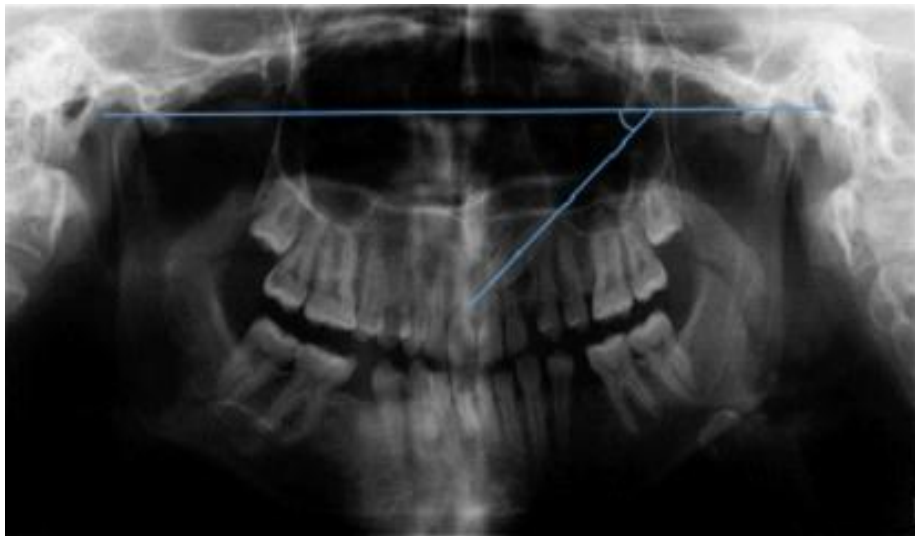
Radiografía panorámica, líneas de referencia y la medición angular entre los cóndilos.
